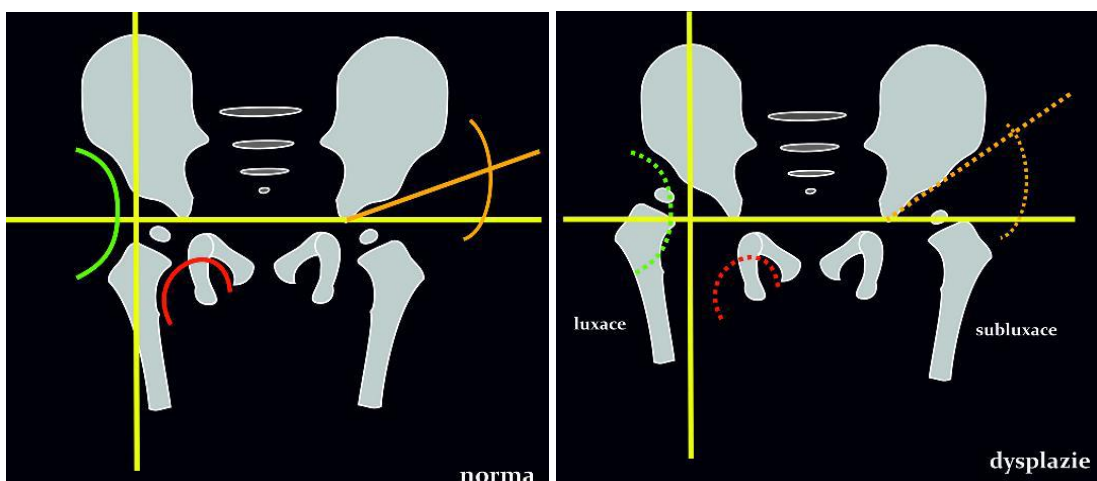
Normální nález na RTG snímku dětských kyčlí ve 3 měsících (6)
